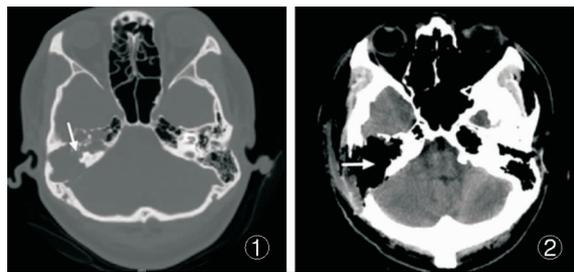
术前颞骨CT水平轴位平扫图,箭头所示右侧颞骨大部分破坏,包括乳突、迷路和岩骨 图2 术后颞骨CT水平轴位平扫图,箭头所示为右颞骨大部分切除,形成巨大空洞,由脂肪组织充填,无胆脂瘤残留
